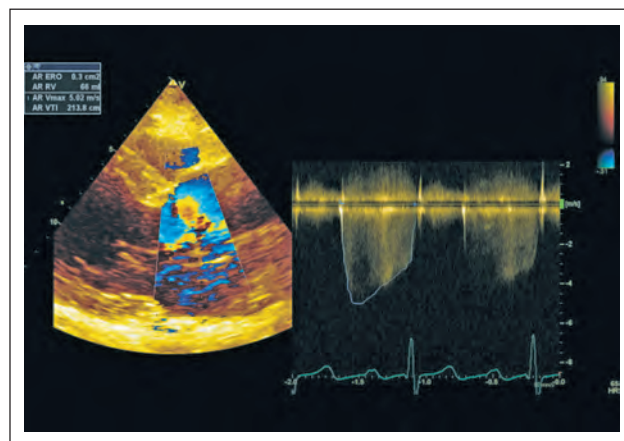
Quantifizierung der Aorteninsuffizienz anhand der PISA-Methode. Sowohl der Radius als auch das CW-Signal werden von parasternal abgeleitet. Regurgitationsöffnung und -volumen sprechen für eine hochgradige Insuffizienz.
